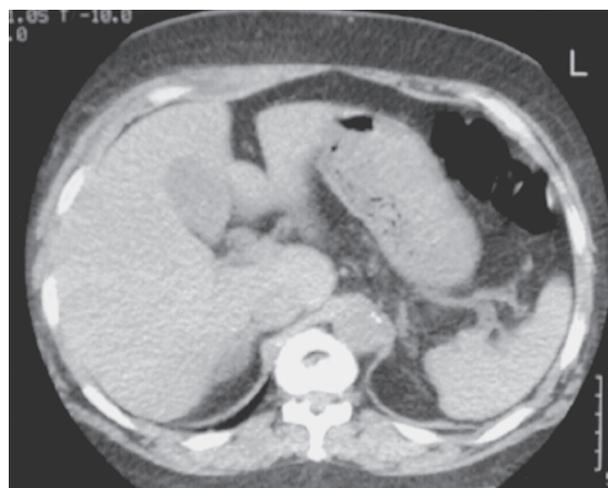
受傷5日後の腹部CT像．血腫は縮小している．
